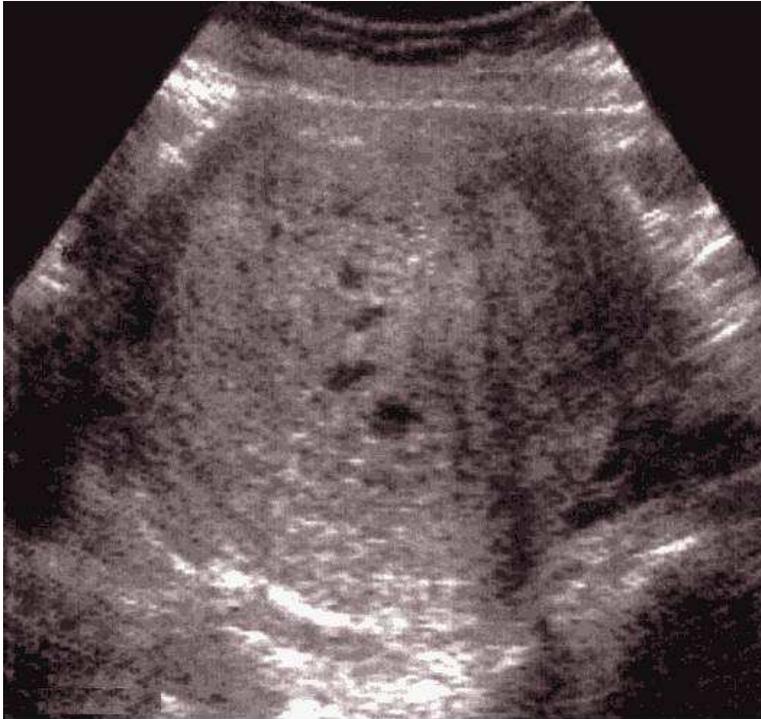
Image échographique d'une môle.*[44]
